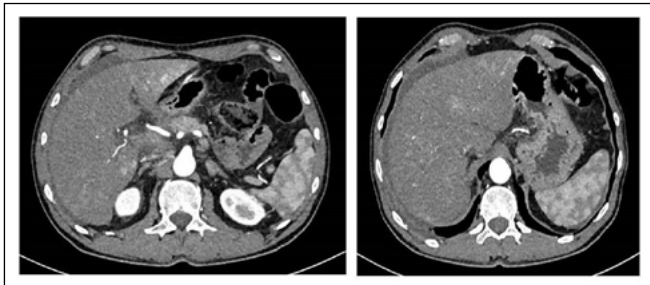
TC abdominal con contraste que muestra leve ascitis, edema periportal y en hilio hepático, con pequeñas adenopatías reactivas. Áreas de hipoperfusión compatibles con shunts portosistémicos intrahepáticos y esplénicos.
